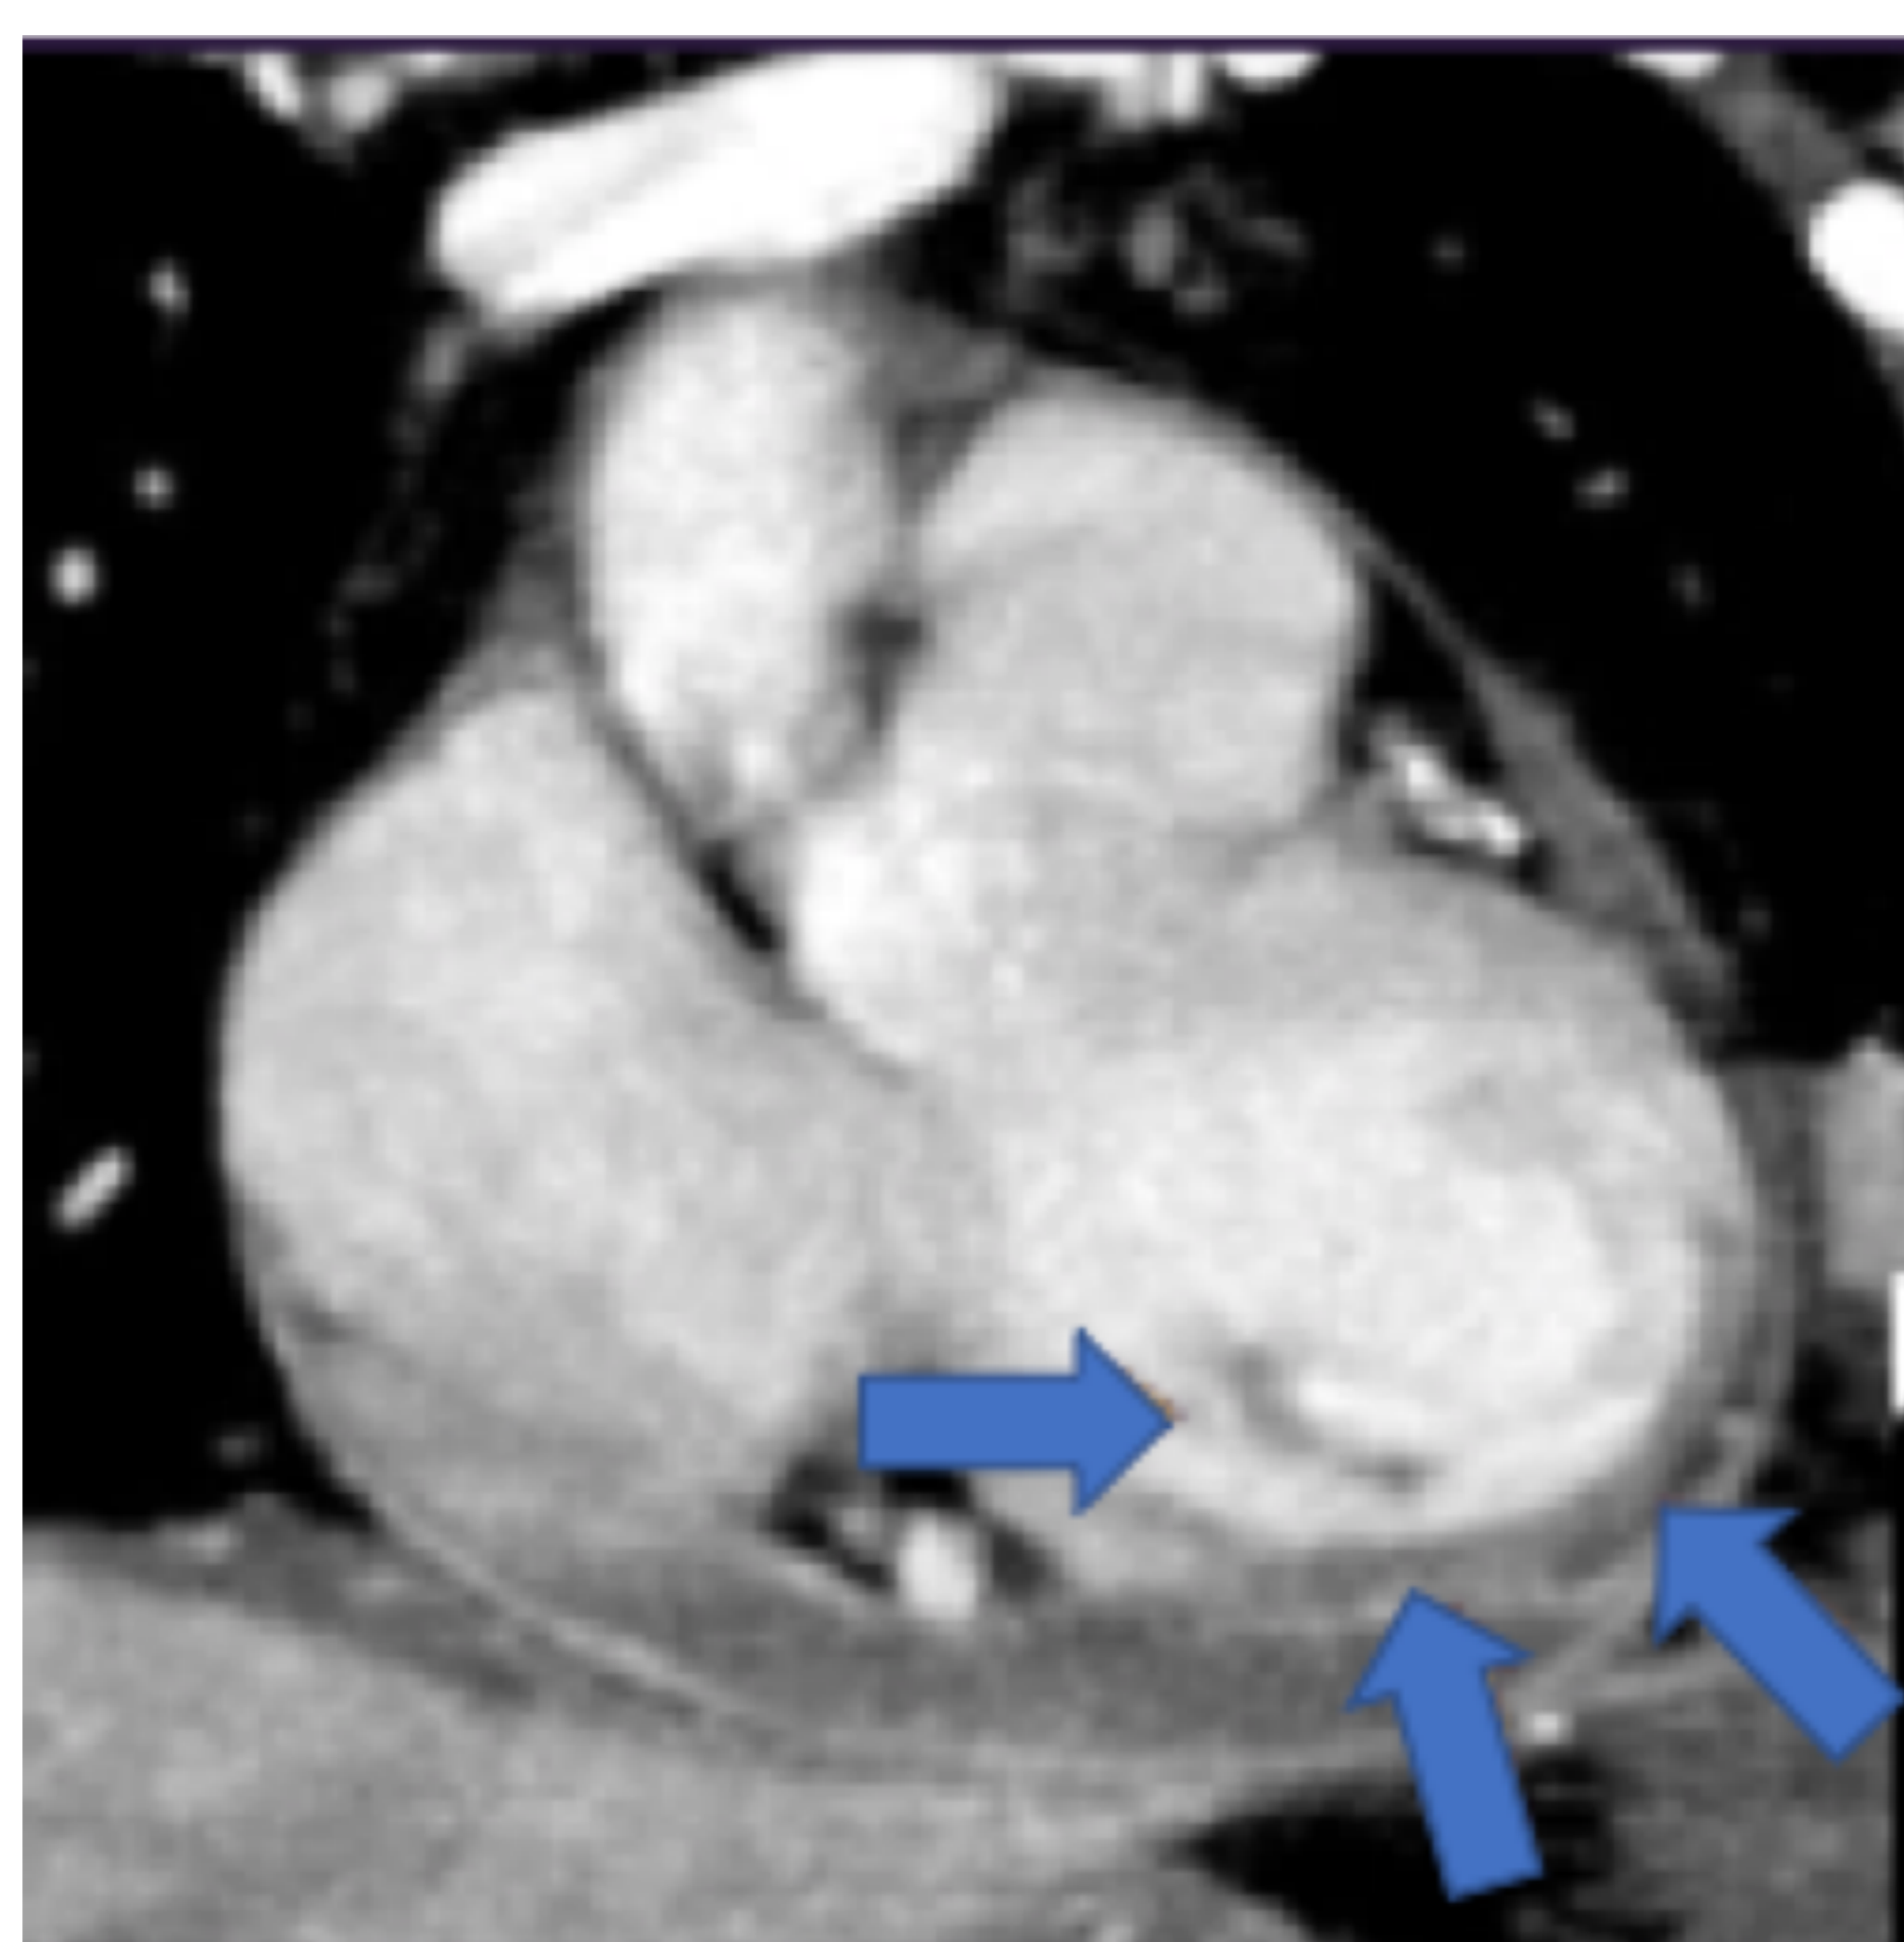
TC de tórax con CIV (coronal): hipoperfusión miocárdica debido a oclusión completa de arteria circunfleja izquierda
